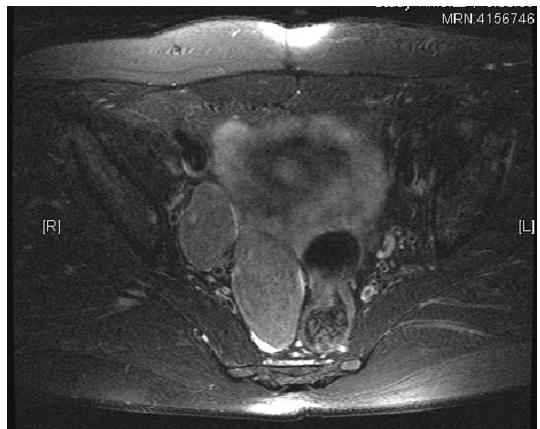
Abdomino-pelvic magnetic resonance imaging of 2 pelvic masses in the right retro-pelvic space.
